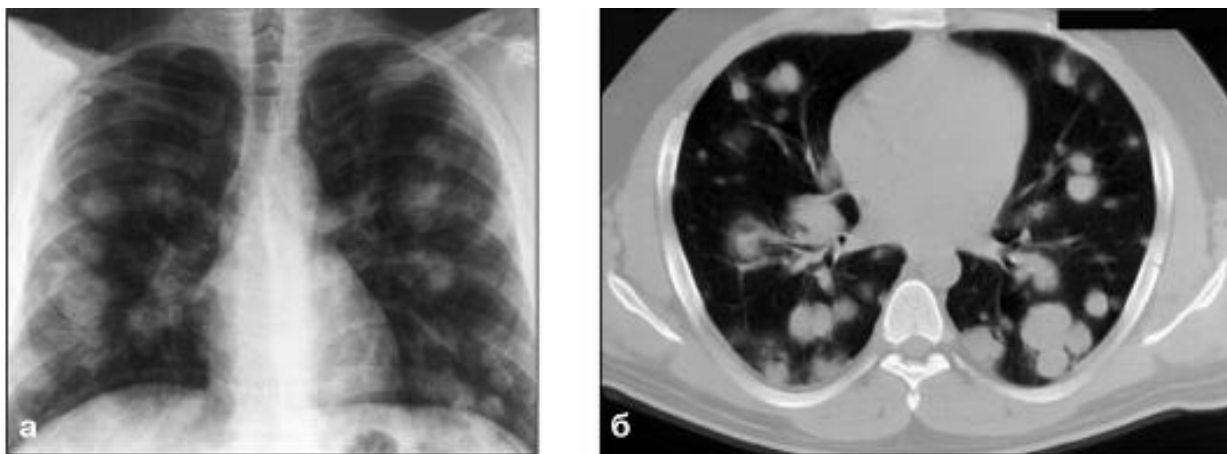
Рентгенограма у прямій проекції (а) та комп'ютерна томограма (б).
